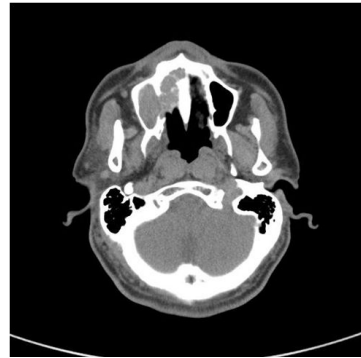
(a) Intraoral features of cancer. (b) Radiographic image of cancer.
